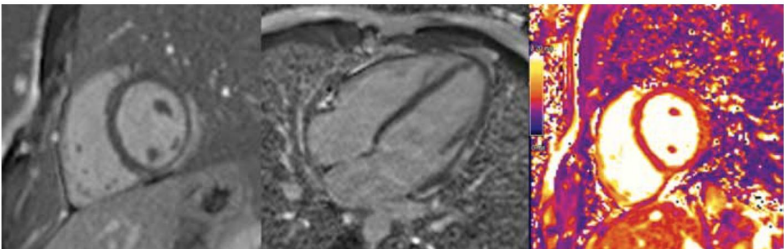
Première IRM après la visite de non contre-indication à la pratique sportive. a. Petit axe montrant la prise de contraste sous-épicaudique latérale. b. Quatre cavités confirmant la prise de contraste latérale médio-basale. c. T2 mapping avec l'hypersignal latéral.
